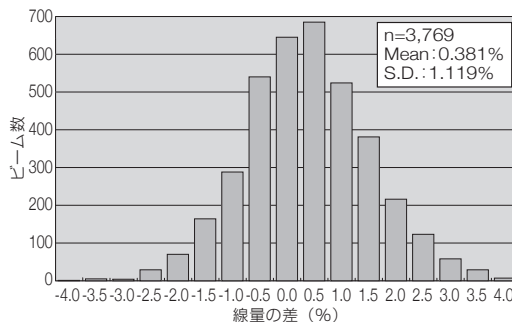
財団の評価線量と施設の申告線量の差 (平成25-令和3年のX線_校正条件ビームの合計。線量の評価プロトコルは財団・施設とも標準計測法12。FFFビームは含まない。)
